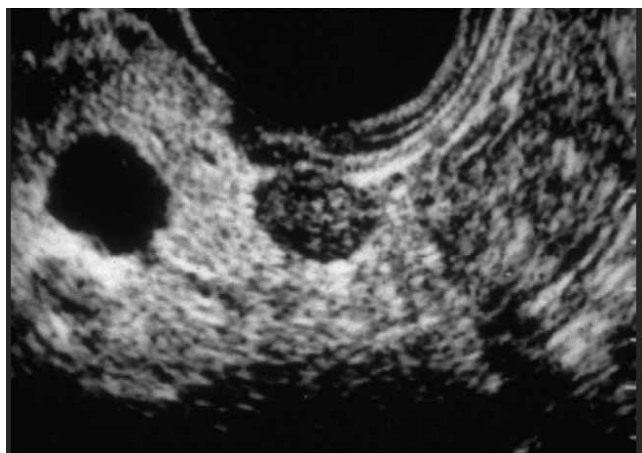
Neuroendokriner Tumor (Insulinom, 12mm) in der Endosonographie nach biochemischer Beweisführung im Hungerversuch
